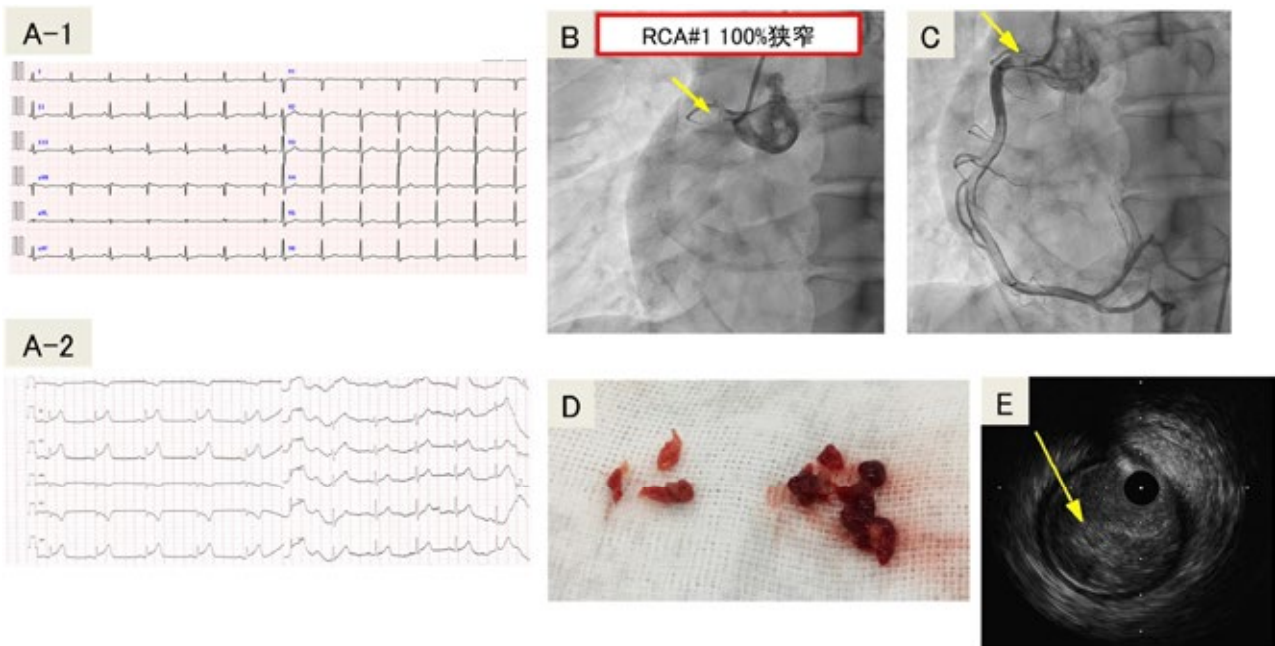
胸痛時の心電図・冠動脈造影・血栓吸引療法・血管内超音波法
